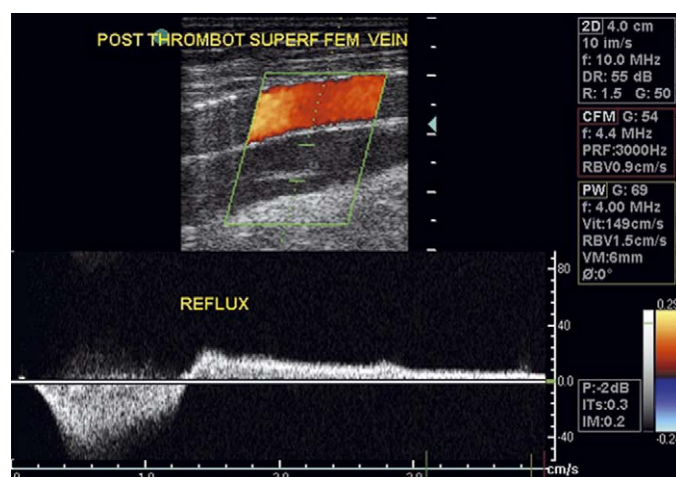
Échodoppler veineux (EDV) couleur avec doppler pulsé dans un syndrome post-thrombotique (SPT) : reflux de plus de 2 secondes dans une veine fémorale (superficielle).
